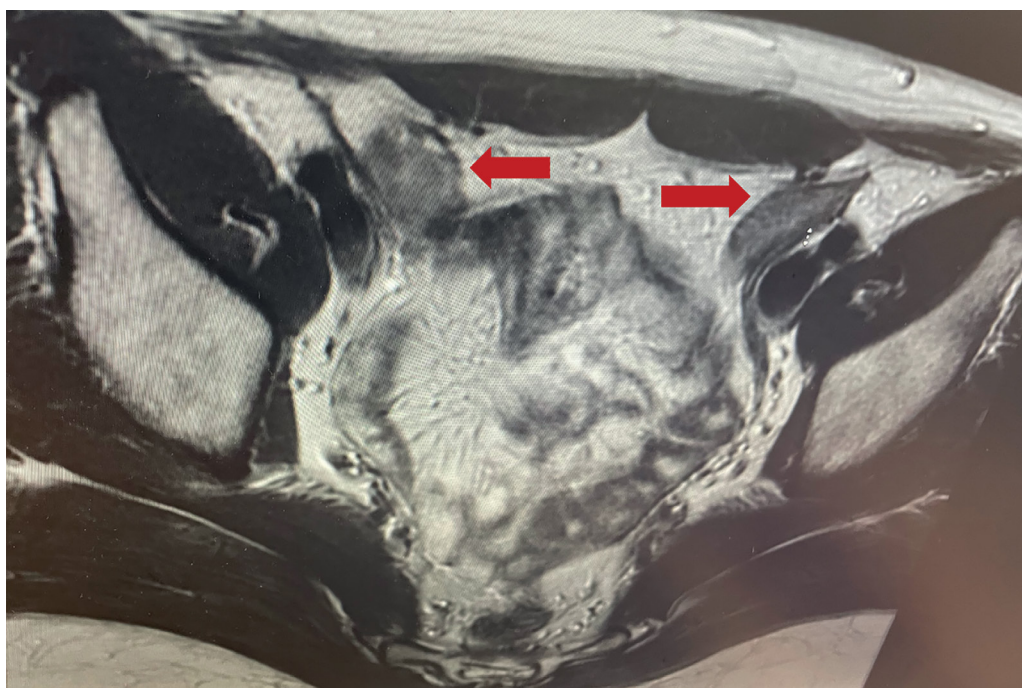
МРТ органов малого таза. Стрелки указывают на гонады (яички) в паховом канале.
